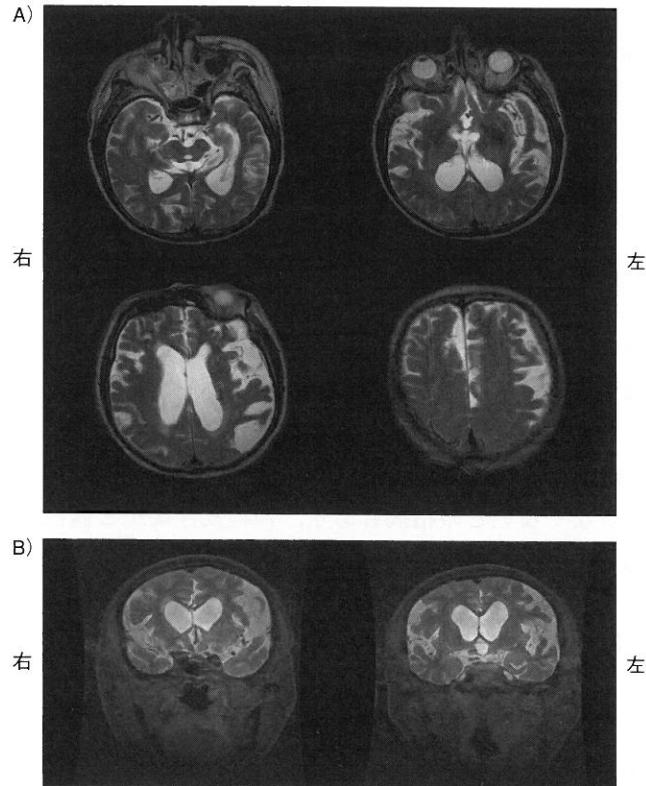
Brain MRI (T2-weighted images)
